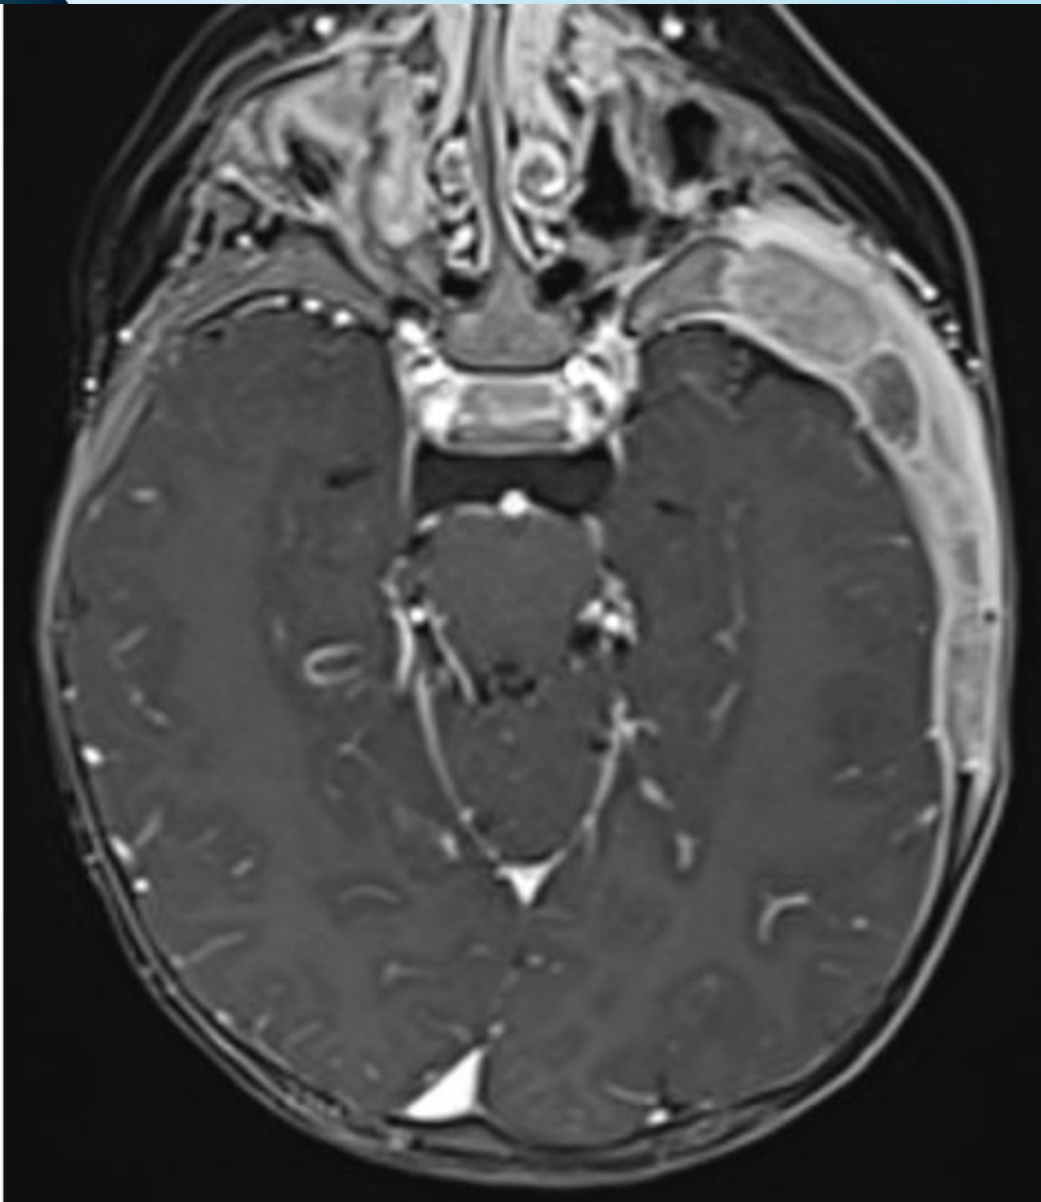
Paciente con clínica de edema en arco cigomático izquierdo y episodios de otomastoiditis de repetición a pesar de tratamiento adecuado. La RM con contraste reveló una extensa lesión ósea con afectación del arco cigomático, peñasco y mastoides izquierdos que asociaba aumento del componente de partes blandas e intenso realce difuso.
